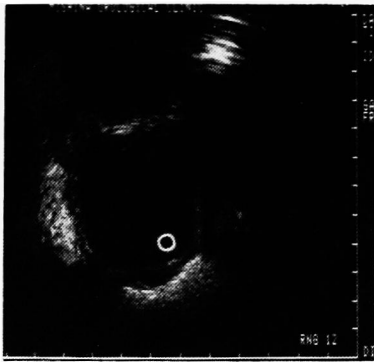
Transurethral ultrasonotomogram
